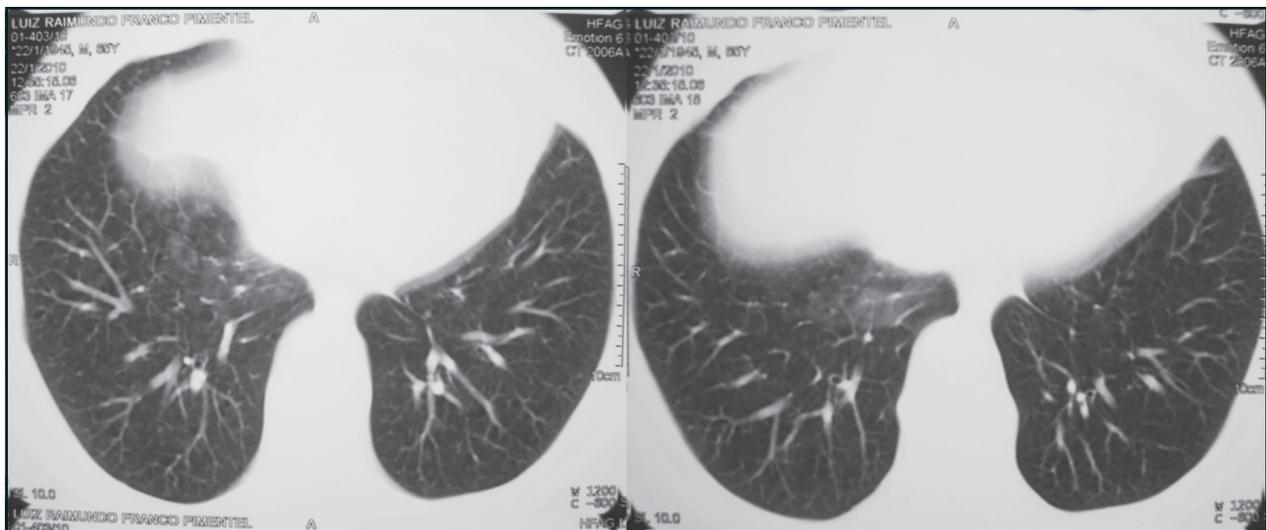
TC de tórax exibe imagens do tipo vidro fosco no lobo inferior do pulmão direito.
